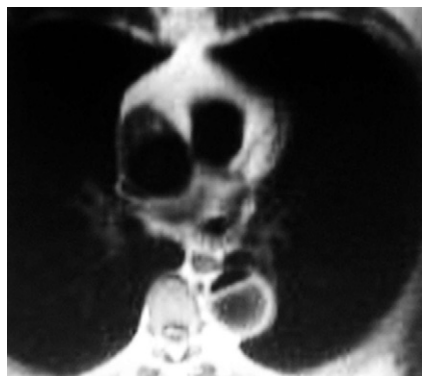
IRM en coupe axiale en T1 montrant une dissection de l'aorte descendante avec deux chenaux séparés par le lambeau intimal.
